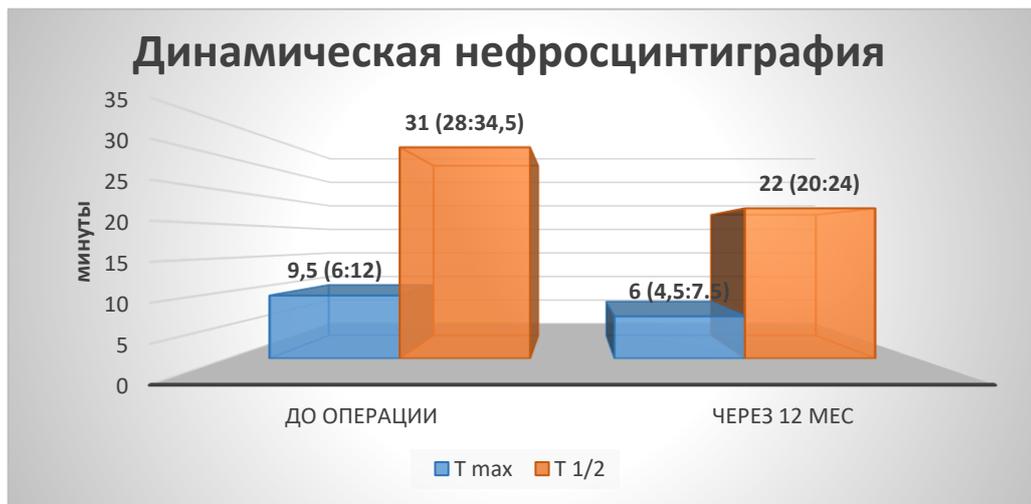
Динамическая нефросцинтиграфия до операции и через 12 мес
